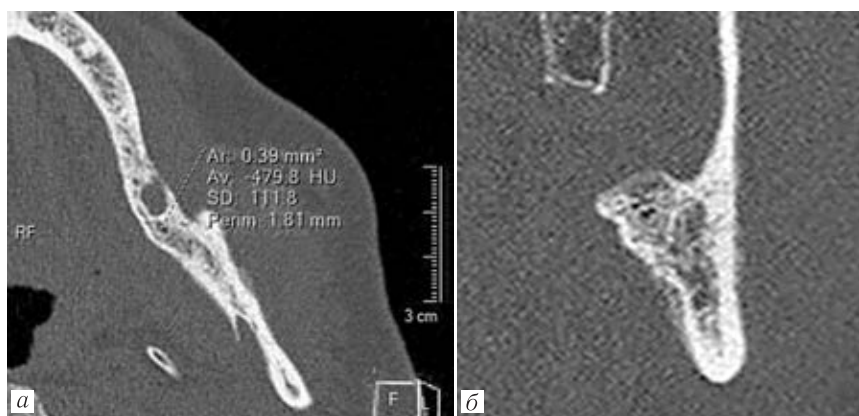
МСКТ. Реконструкции в косоаксиальной (а) и сагитальной (б) плоскостях. Бисфосфонатный остеонекроз нижней челюсти, осложненный хроническим остеомиелитом. Неоднородность структуры зоны деструкции костной ткани за счет включений внутрикостно газа (-479 HU)
